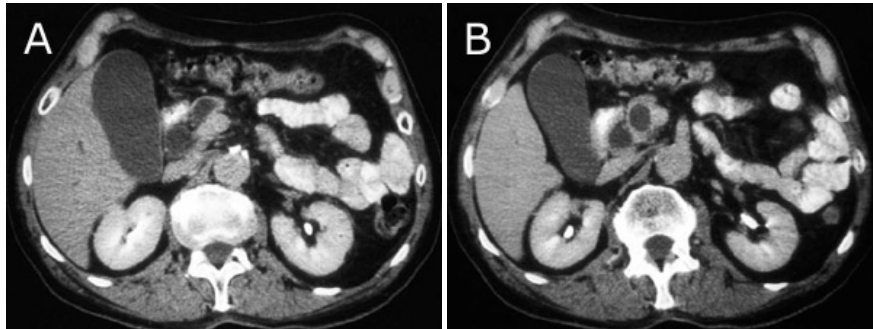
Cáncer periampular de la cabeza del páncreas no visualizado por ecografía. A y B- TAC de abdomen con contraste oral e intravenoso. Los cortes van de cefálico a caudal.
